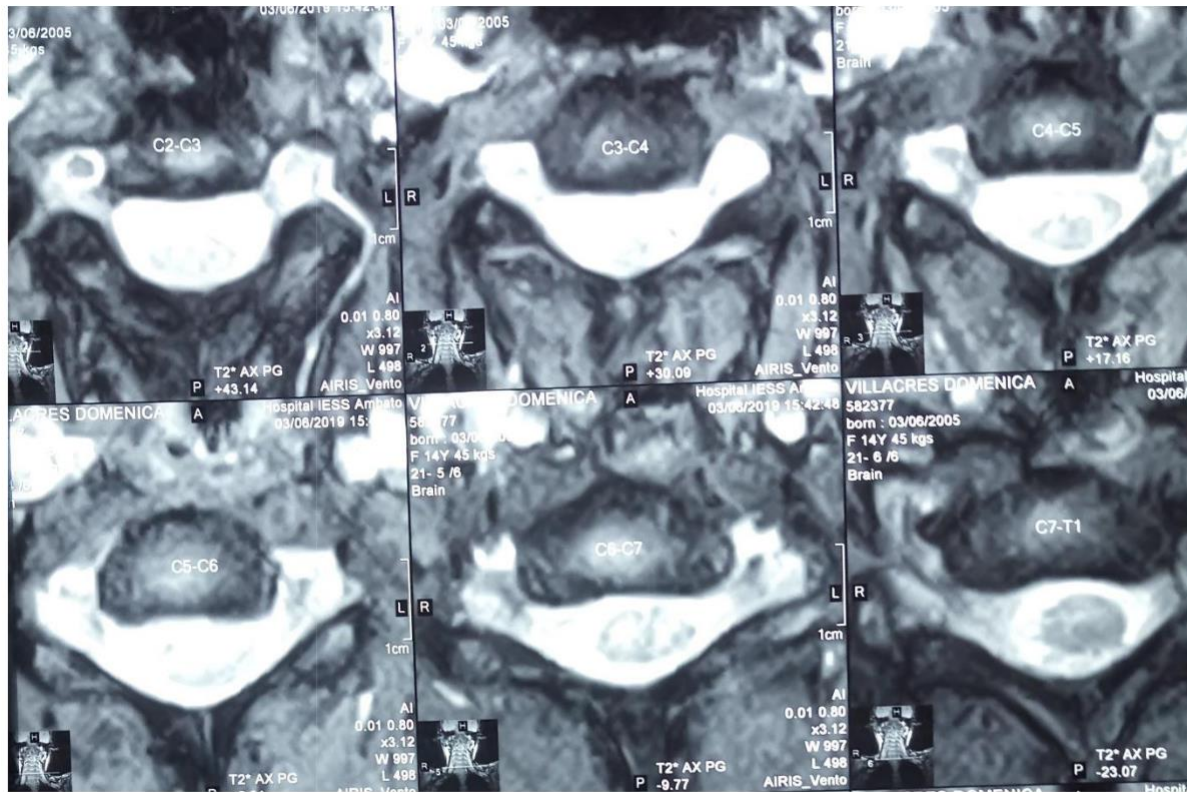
Se observa una resonancia magnética secuencia T2 corte axial. Lesión hiperintensidad central abarcando casi todo el diámetro de la médula espinal en vértebras C4-C6.
